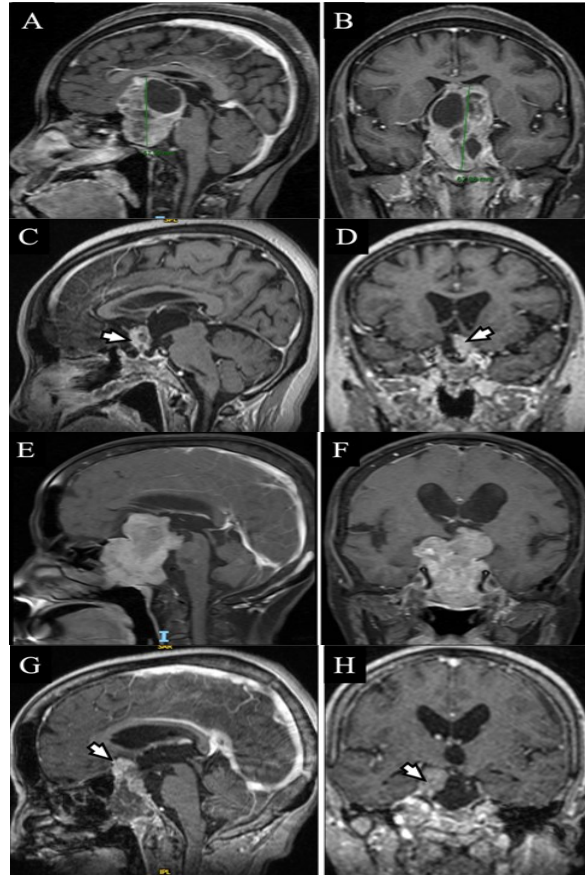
MRI sọ não có thuốc tương phản từ trước và sau mổ
